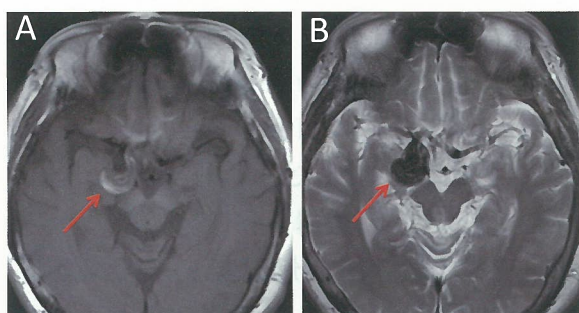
頭部MRI(A: T1強調画像、B: T2強調画像)
